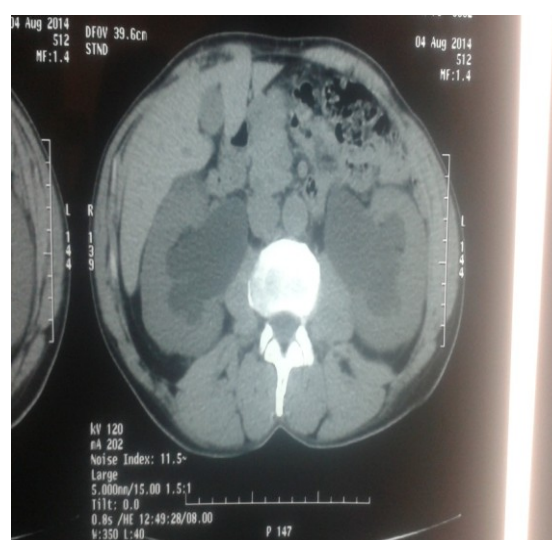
TDM abdominale en coupe transversale montrant la dilatation
